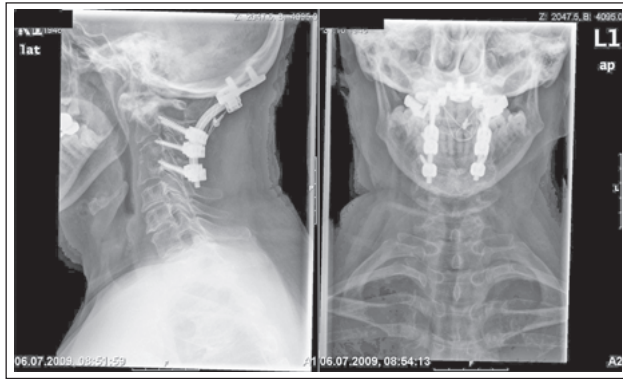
Röntgenaufnahmen nach okzipito-zervikaler Stabilisierung durch ein Schrauben-Stab-System und Beckenkammspaninterposition mit Titan-Kabelcerclage gesichert.
